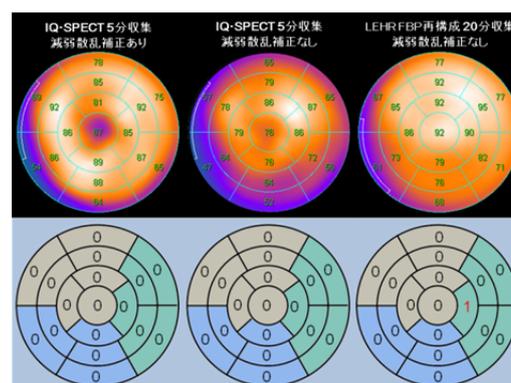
標準データベースによるスコアリング (上段)異常所見のない症例において IQ・SPECT 減弱散乱補正あり、補正なし、および LEHR 撮像を比較。(下段)それぞれの検査結果を標準データベースと参照させた欠損スコアリングでは、それぞれ同等の結果が得られている。
